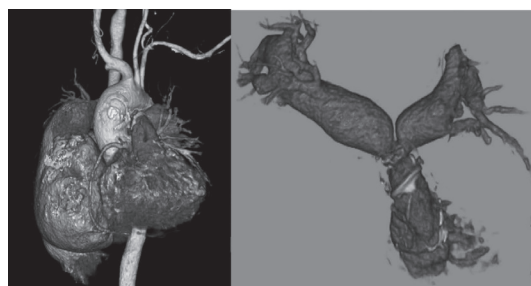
left: Preoperative 3D-CTA shows the right subclavian artery occludes.
